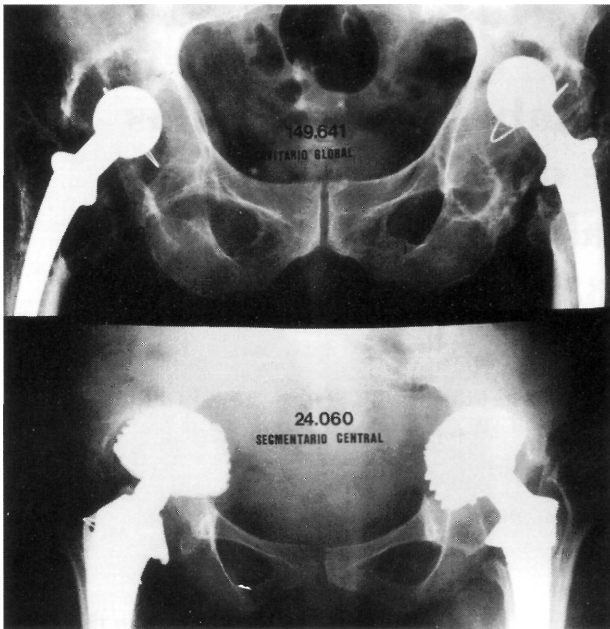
En la radiografía superior observamos un defecto cavitario global por aflojamiento bilateral de cotilos cementados. El defecto es especialmente llamativo en el lado derecho. En la imagen inferior se observa un defecto segmentario central bilateral por protusión intrapélvica de cotilos roscados.
